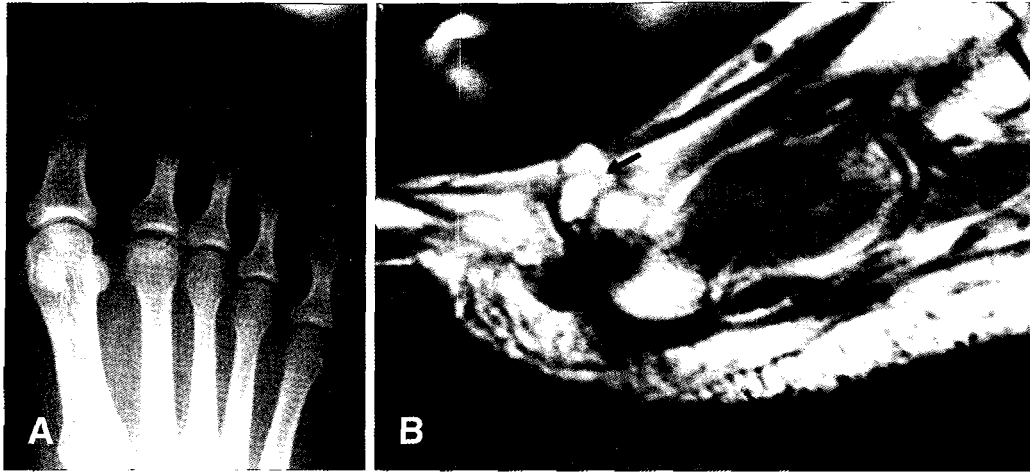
(A) A radiograph of right foot of 36 years old female patient shows flattening of the 2nd metatarsal head and a loose body in the joint space. (B) T1-weighted MRI scan shows dorsal defect in the metatarsal head and a large loose body (black arrow).
